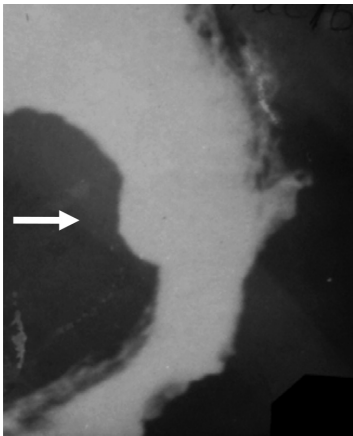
Больная 27 лет. На обзорной рентгенограмме желудка, произведенной в фазу тугого наполнения, в первой косой проекции определяется микрогастрия с наличием плоской язвы по задней его стенке
